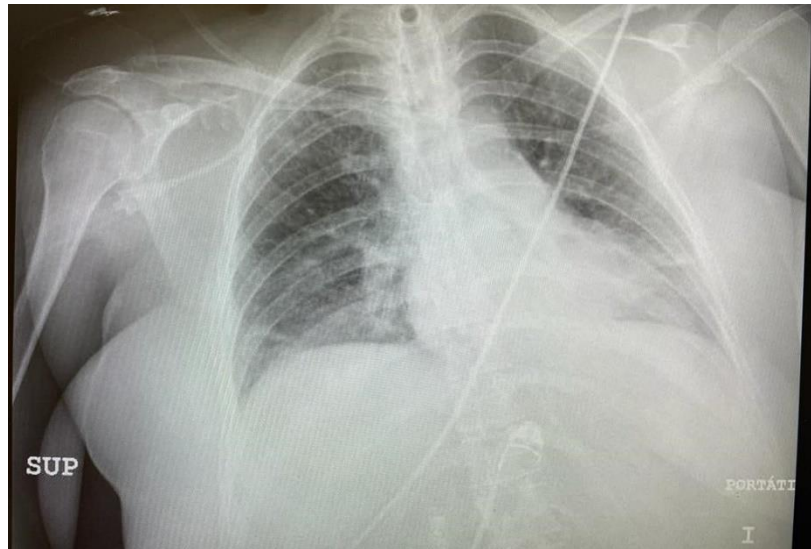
Radiografía de Tórax atelectasias recidivantes en LII.
